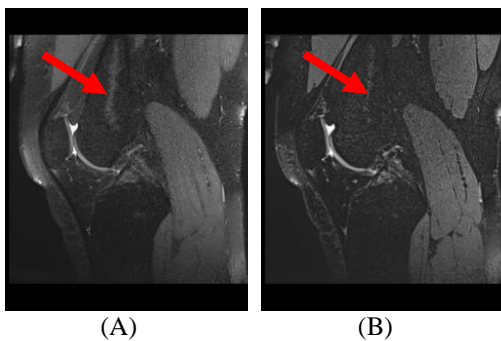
Hasil Citra MRI *knee joint* sekuen PD SPACE FS (A) dan T2 SPACE FS (B), anatomi ACL (panah merah).
